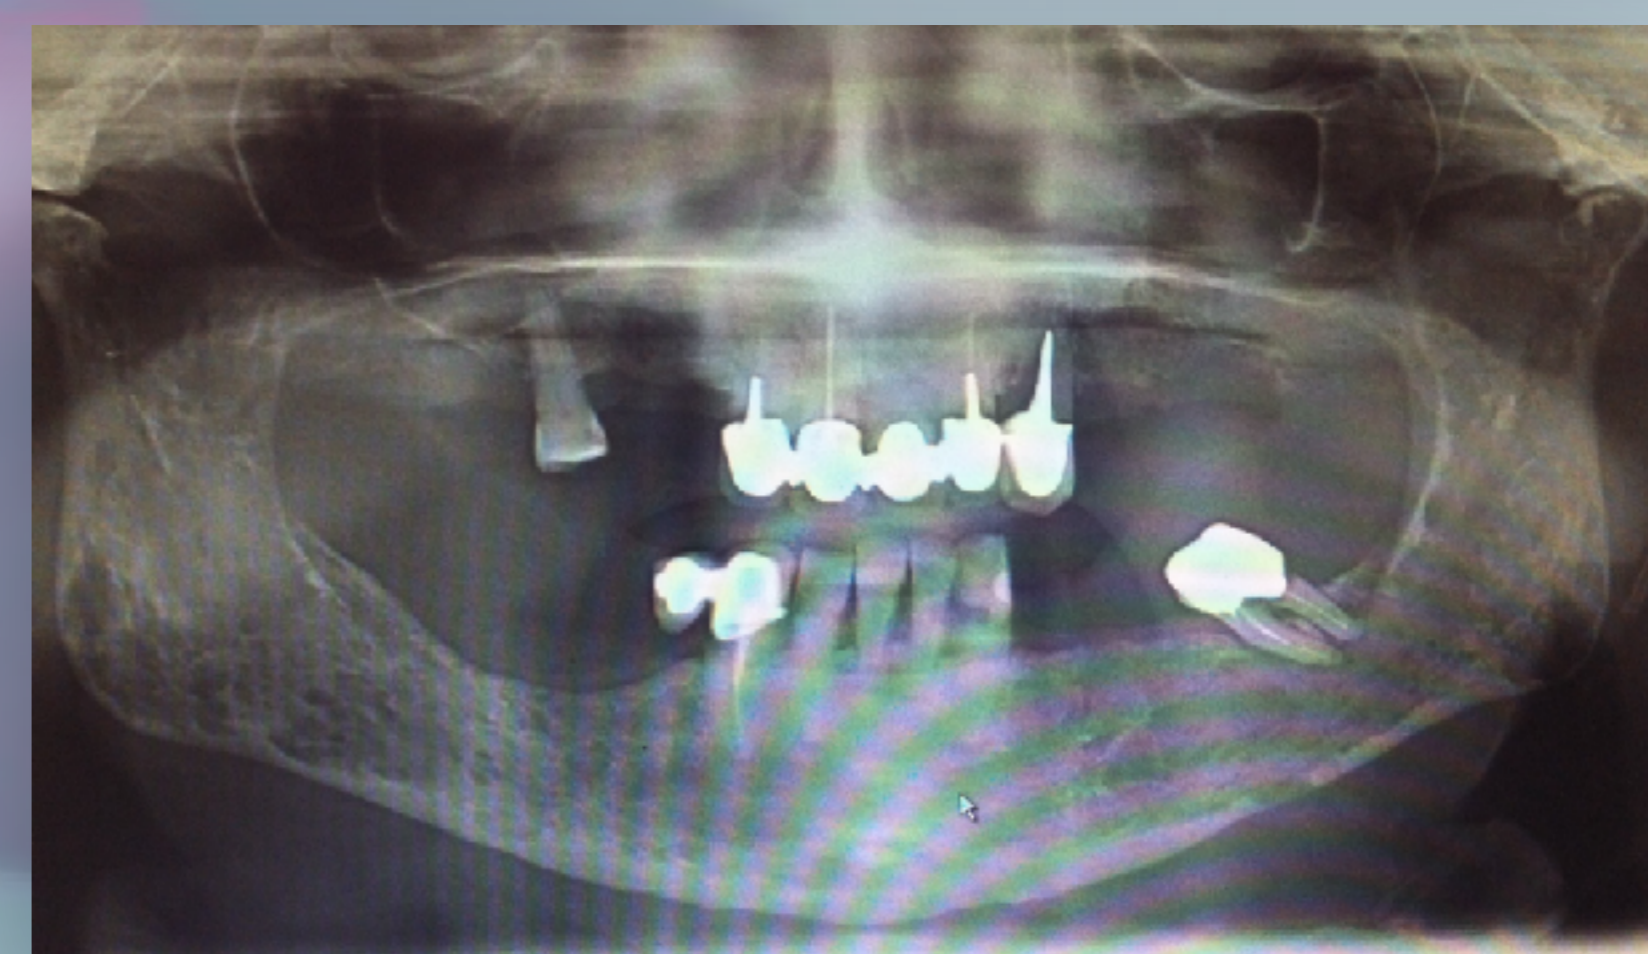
Ortopantomografia
